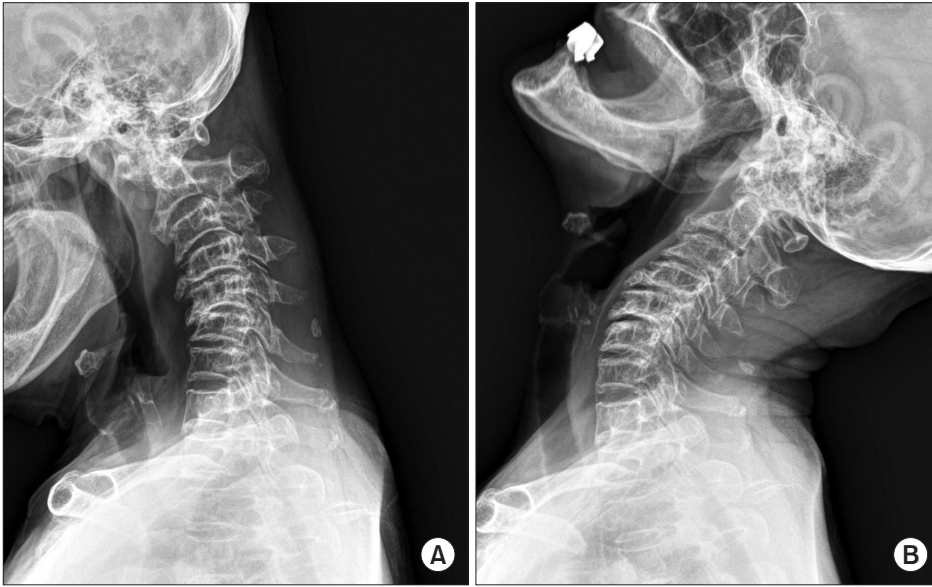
Lateral cervical radiographs showing severe degenerative spondylosis, kyphosis and instability at C1-C2. The atlanto-dental interval is 5 mm at flexion (A) and reduced at extension (B).
